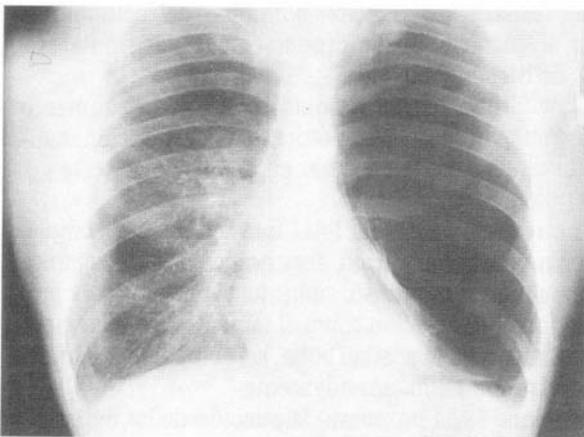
Radiografía torácica obtenida al ingreso del paciente, mostrando hiperclaridad con ausencia de parénquima en la totalidad del hemitórax izquierdo y desplazamiento del mediastino hacia el lado derecho.
